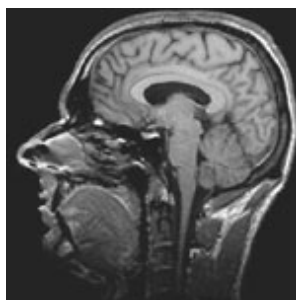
A la izquierda imagen de TC que permite una muy buena identificación de las estructuras óseas, mientras que a la derecha, la RM nos muestra de manera exquisita la anatomía cerebral
